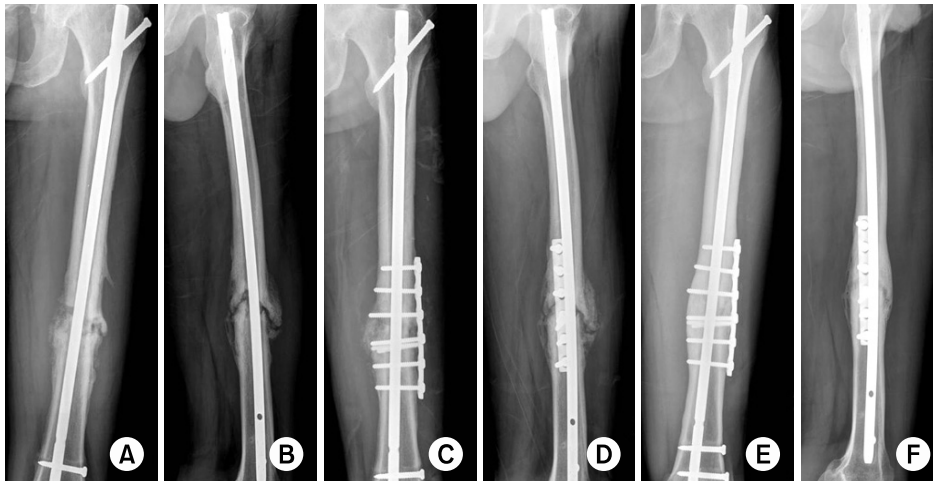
(A, B) Radiograph taken at 10 months after intramedullary nailing for femoral shaft fracture, shows hypertrophic nonunion.
